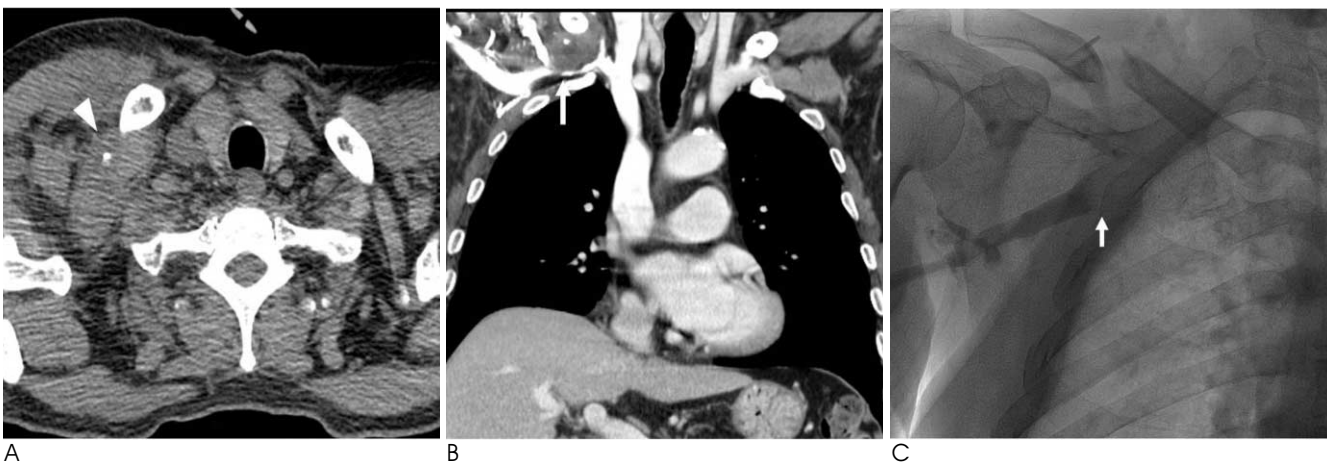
Right subclavian vein compression by traumatic hematoma in a 57-year-old man with fall down injury. A. Precontrast axial CT image shows hematoma with bony fragment (arrowhead) due to right clavicular fracture. B, C. Coronal thin-slab MIP image (B) shows right subclavian vein compression (arrow) by hematoma due to right clavicular fracture. Venogram (C) shows poor filling of right subclavian vein (arrow). This case indicates that thoracic outlet syndrome can be caused by hematoma due to right clavicular fracture.
